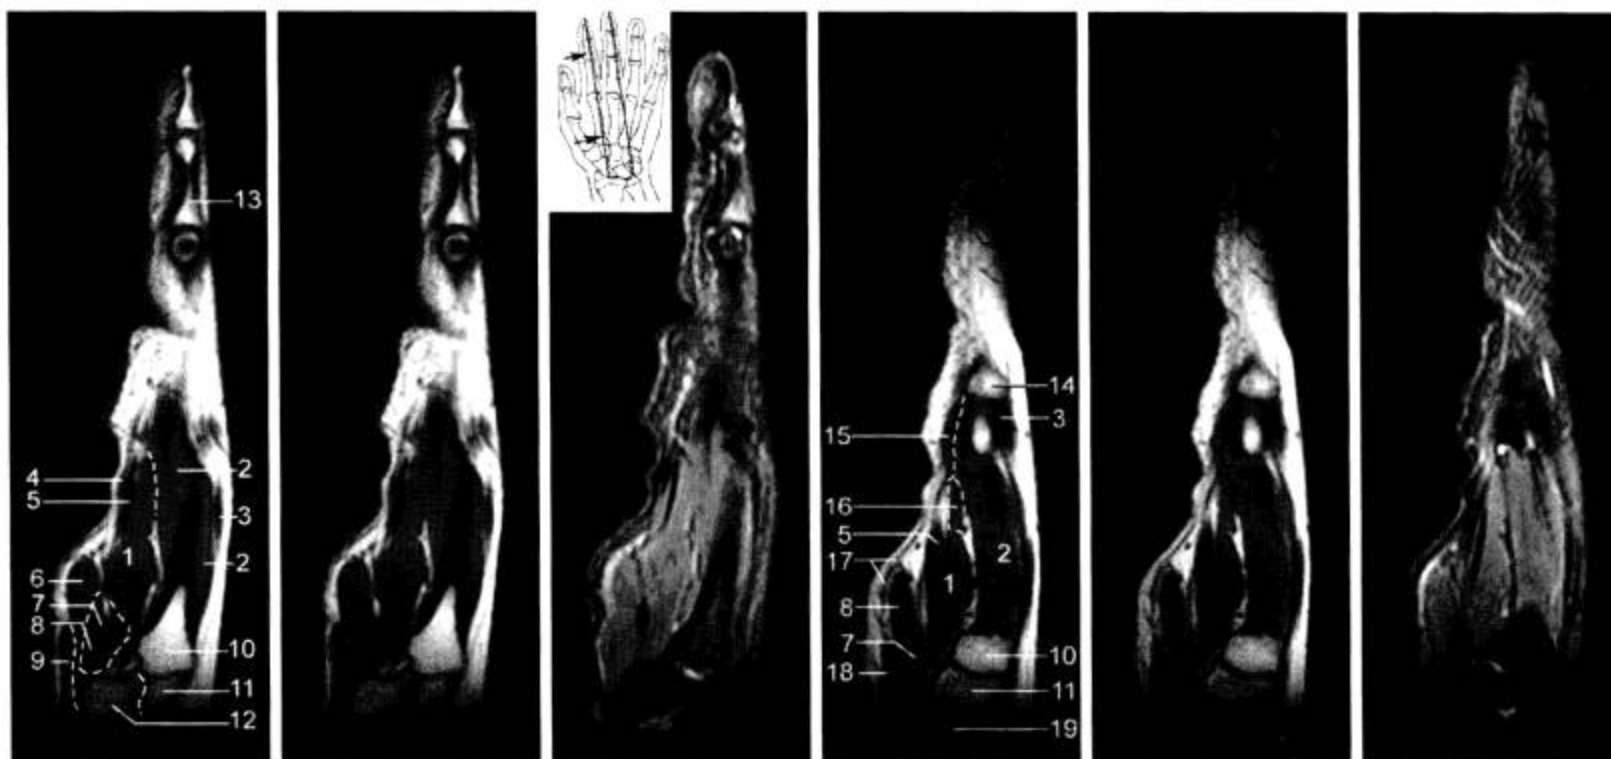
MRI 矢状面 (T<sub>1</sub>WI, FS-T<sub>2</sub>WI)
